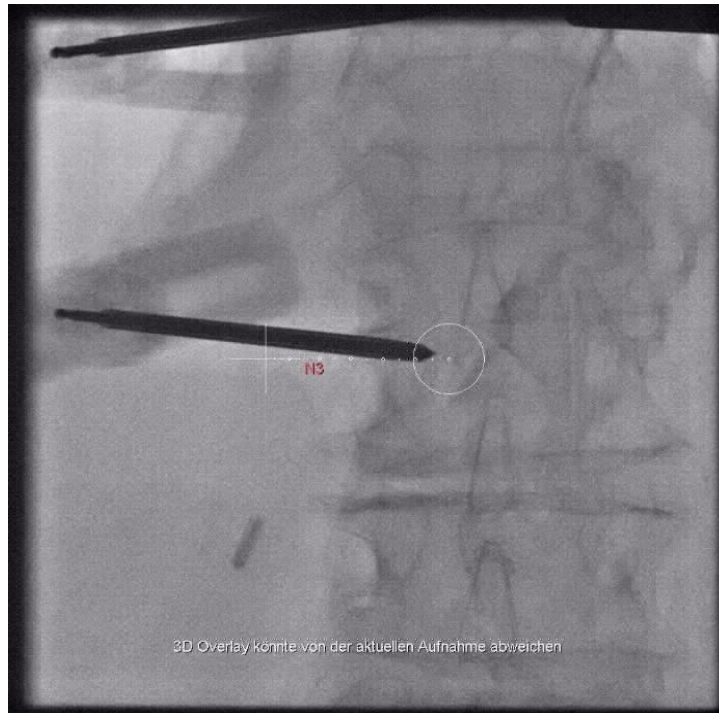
Einbringen der Nadel in den Wirbelkörper. N3 steht hier für Nadel 3 und meint den geplanten Pfad. Röntgen A.P. Aufnahme. (Eigenes, unveröffentlichtes Bildmaterial).
